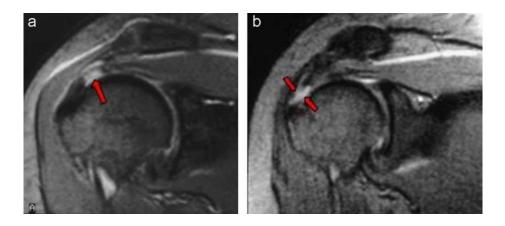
Resonancia magnética de hombro. A. Rotura parcial del tendón supraespinoso. B. Rotura completa del tendón supraespinoso (Recuperado de: https://www.reumatologiaclinica.org/es-estudio-por-imagen-del-hombro-articulo-S1699258X09000333#imagen-4).
